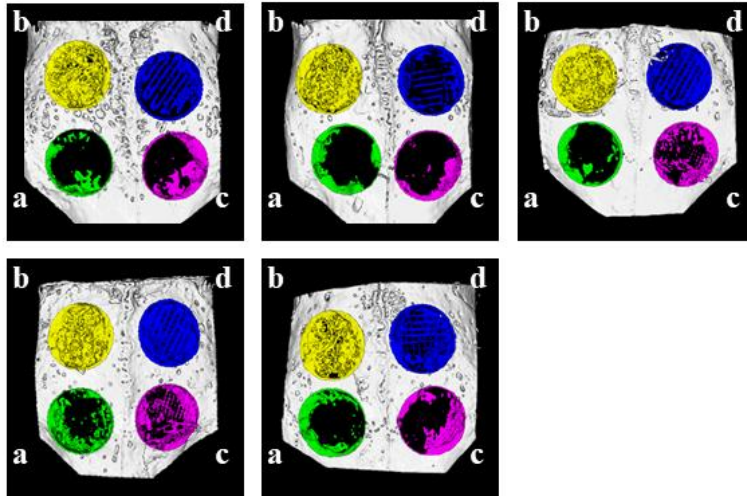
Micro-CT images of calvarial defects at 2 weeks.
